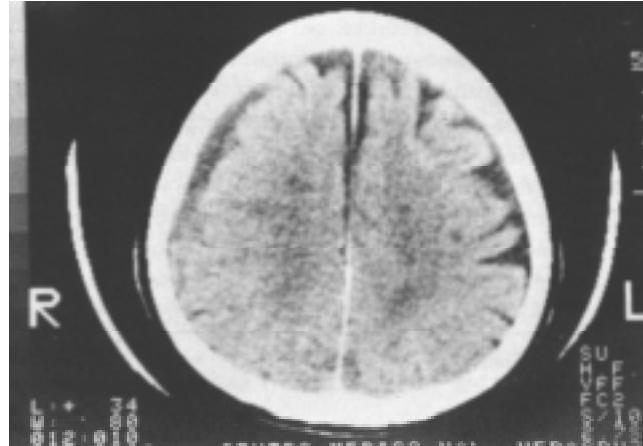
En la tomografía de control, se observa que el hematoma subdural crónico se ha reabsorbido por completo. Existe una zona de engrosamiento dural sobre la región frontal derecha donde antes se encontraba el hematoma y es evidente la atrofia cerebral, principalmente en el hemisferio cerebral izquierdo.
